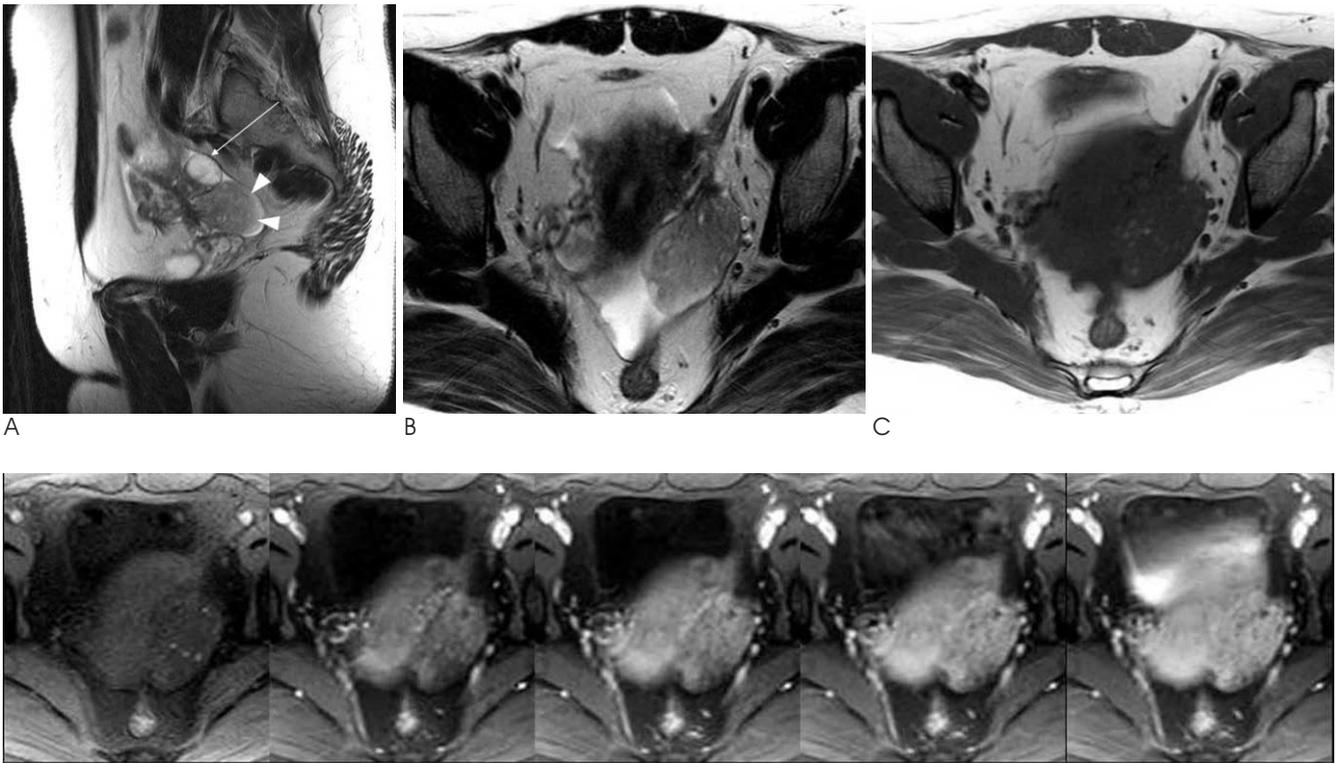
A. Sagittal T2-weighted MR image shows an about 5 cm sized smooth marginating, slightly hypersignal intensity mass lesion (arrow heads) in just inferior aspect of the left ovary (arrow). B. Axial T2-weighted image shows a relatively homogeneous mass lesion with several small high signal intensity foci. C. Axial T1-weighted image shows an iso-signal intensity mass with multiple small hypersignal intensity foci. D. Dynamic Gadolinium-enhanced T1-weighted images show progressive contrast enhancement with time which is similar to that of the uterus.
